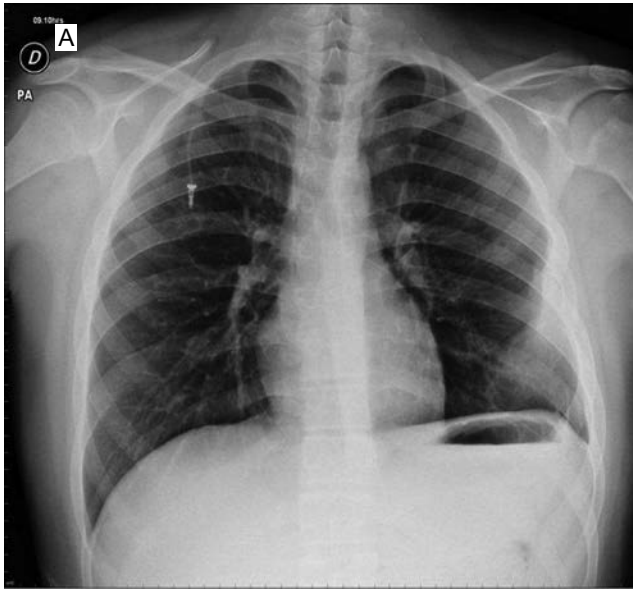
Radiografía de tórax: componente lítico de las costillas izquierdas 5, 6 y 7 con componente de tejidos blandos hacia adentro de la caja torácica (a). Radiografía de cráneo lateral: lesiones líticas metastásicas en el cráneo (b).
